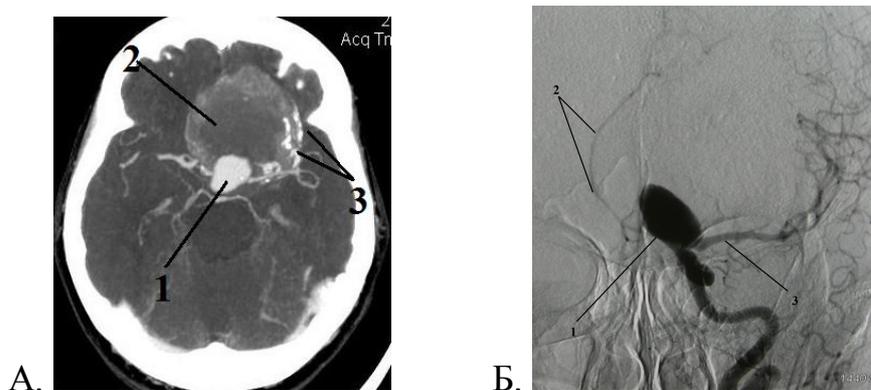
ГА офтальмического сегмента левой ВСА размерами 51*60*40 мм с выраженным тромбозом. А. КТ-АГ (аксиальная проекция): 1- заполняющаяся часть ГА размером 19*16 мм, 2 – тромбированная часть ГА, 3 – кальцинаты в стенке ГА. Б. Левосторонняя каротидная ангиограмма (прямая проекция) – «симптом бокала»: 1 – заполняющаяся часть ГА левой ВСА, 2 – дислокация левой ПМА, 3 – выпрямление и натяжение М1 сегмента левой СМА
